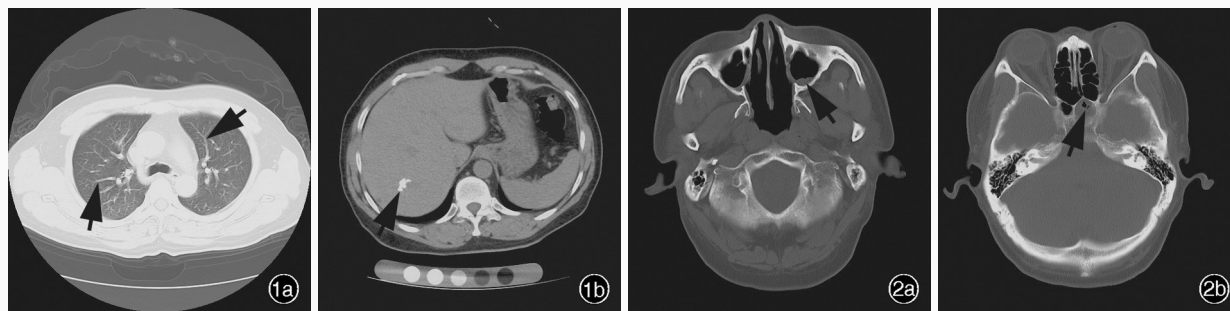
胸部CT检查(2019年1月2日)所见 1a 肺窗显示双肺多发条索状、斑片状高密度影(箭头所示) 1b 纵膈窗显示肝右叶点状高密度影(箭头所示) 图2 头部CT骨窗(2019年1月2日)所见 2a 左侧上颌窦密度增高(箭头所示) 2b 左侧蝶窦密度增高(箭头所示)
